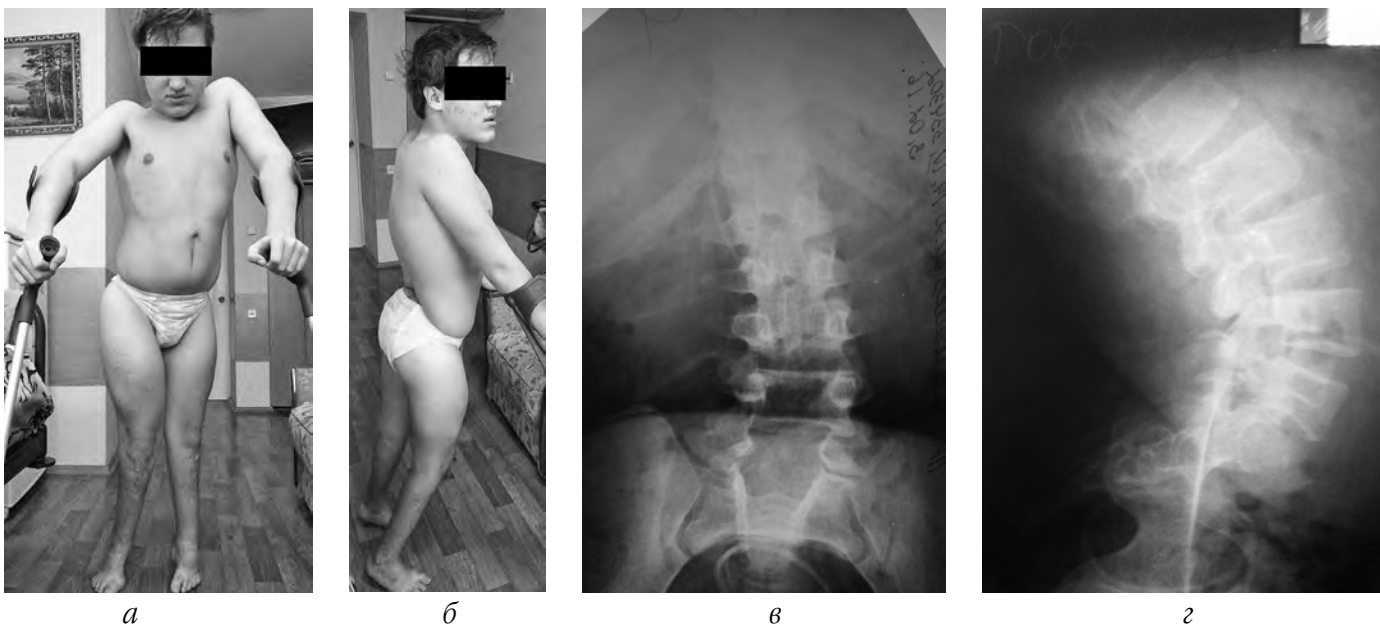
Клінічний приклад хворого III групи з ураженням спинного мозку нижче нейросегментарного рівня L₃-L₄: а – фото хворого – вигляд спереду; б – фото хворого – вигляд збоку; в – рентгенограма попереково-крижового відділу хребта, передньо-задня проекція; г – рентгенограма попереково-крижового відділу хребта, бокова проекція
